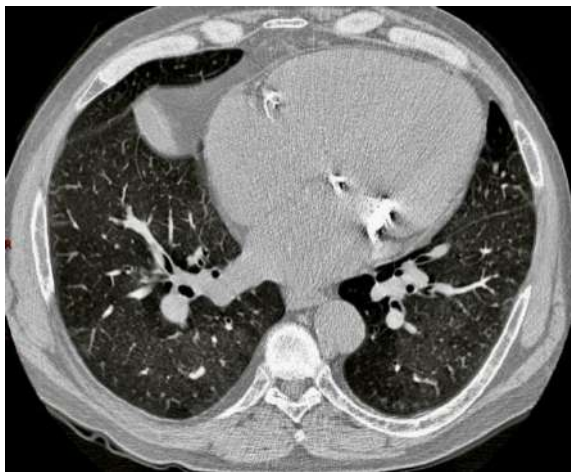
Мультиспіральна комп'ютерна томографія органів грудної порожнини: визначається виражений кальциноз мітрального клапану та коронарних артерій.
